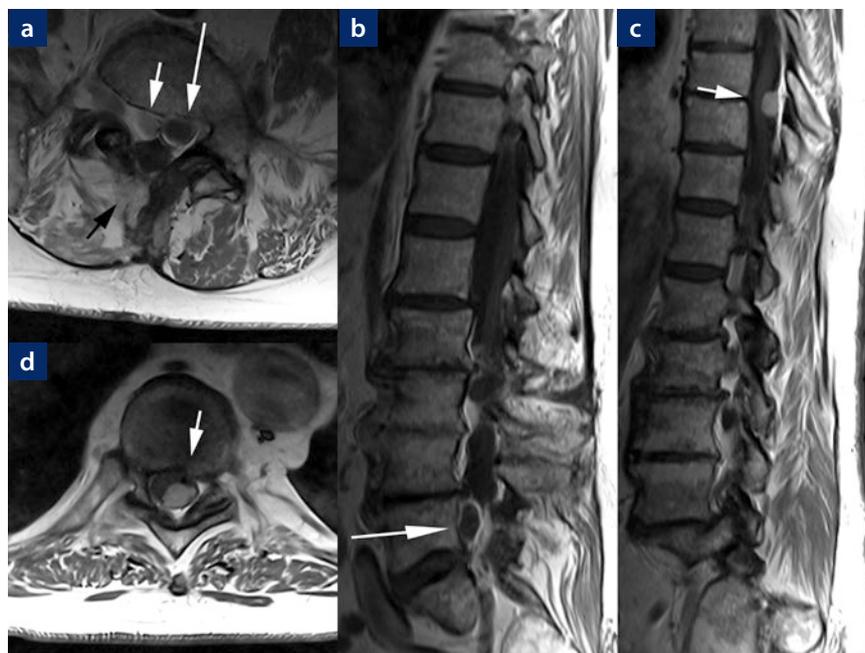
MRT nach Kontrastmittelgabe; jeweils T1-gewichtete Sequenzen.
